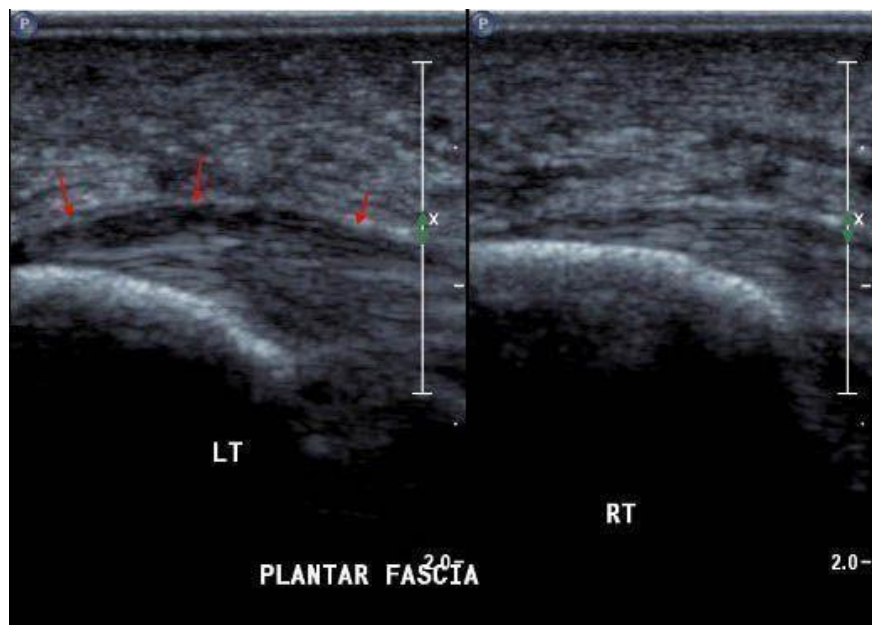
Ecografía de diagnóstico de la fascitis plantar (Camuñas, 2016).
